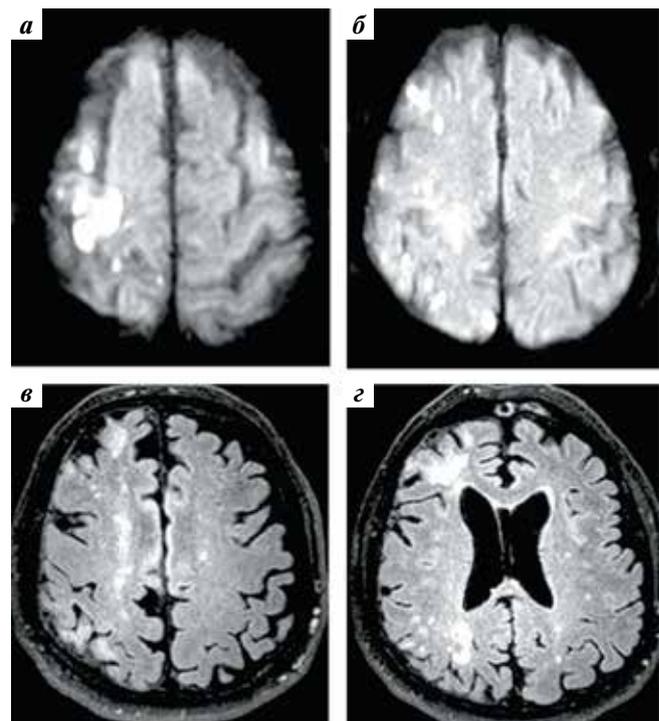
Магнитно-резонансная (МР) томография головного мозга: а, б — исследование от июня 2020 г. в режиме диффузно-взвешенных изображений (b 1000), аксиальная проекция. В сером и прилежащем белом веществе лобной, теменной и височной долей правого полушария большого мозга выявляются очаги повышенной интенсивности МР-сигнала — острые инфаркты; в, з — исследование от ноября 2021 г. в режиме FLAIR, аксиальная проекция. В сером и прилежащем белом веществе, в глубоких отделах белого вещества лобной, теменной и височной долей правого полушария большого мозга выявляются очаги и зоны кистозно-глиозных изменений — постинфарктные изменения
